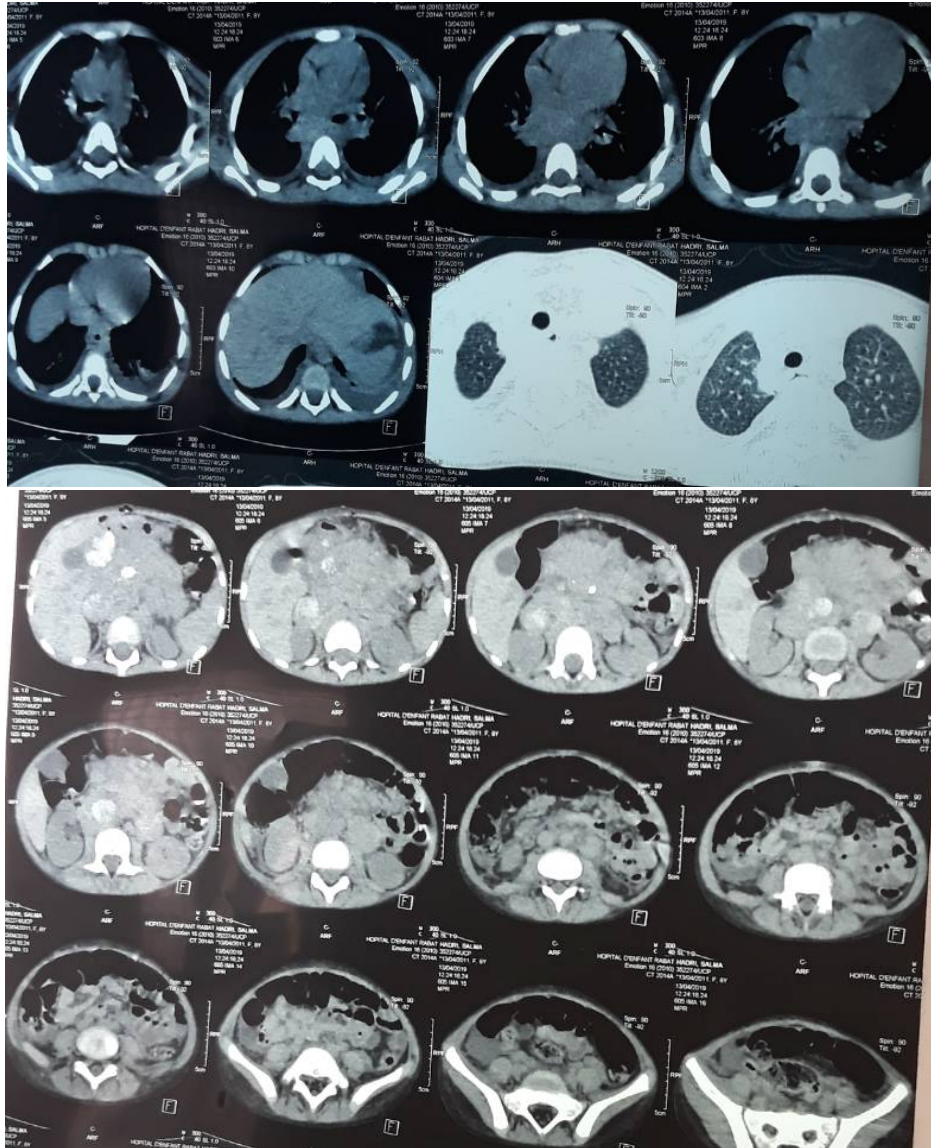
16: TDM TAP montrant un magma d'adénopathies latéro-cervicales, médiastino-hilaire et péritonéal chez une fille de 4 ans ayant un NBL abdominal médian métastatique.
